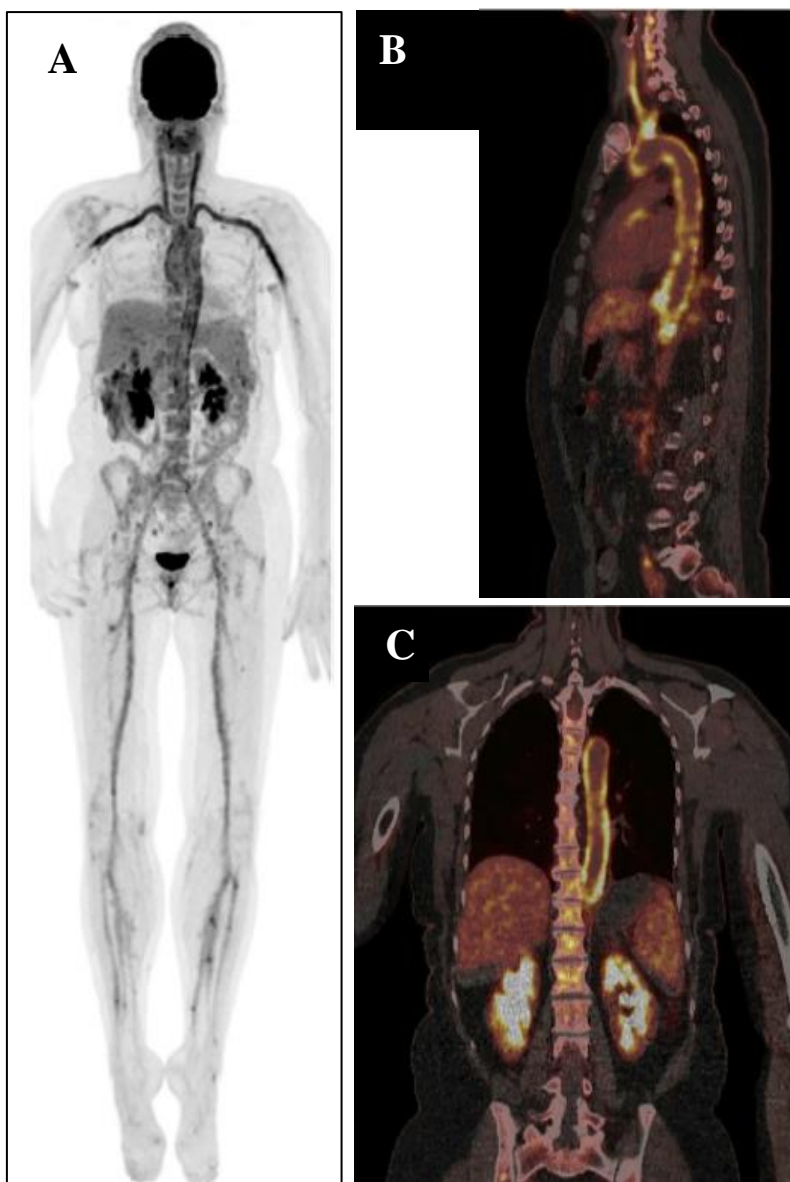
Imagem de PET com ^{18}F -FDG de corpo inteiro (4.1A) e respetiva fusão com CT (4.1B e 4.1C) em doente com febre de origem desconhecida.¹¹⁶
